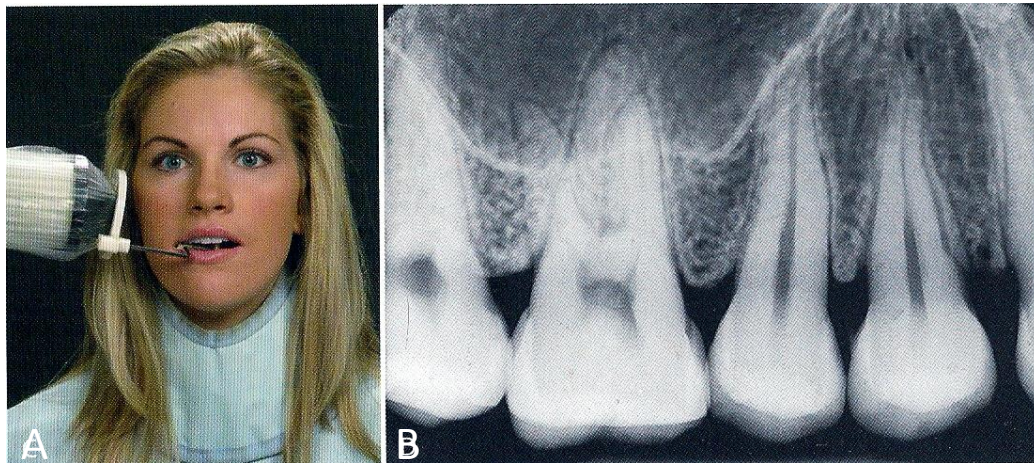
A, Posición correcta del paciente, radiografía dental y dispositivo. B, Radiografía dentoalveolar resultante <sup>4</sup>.
